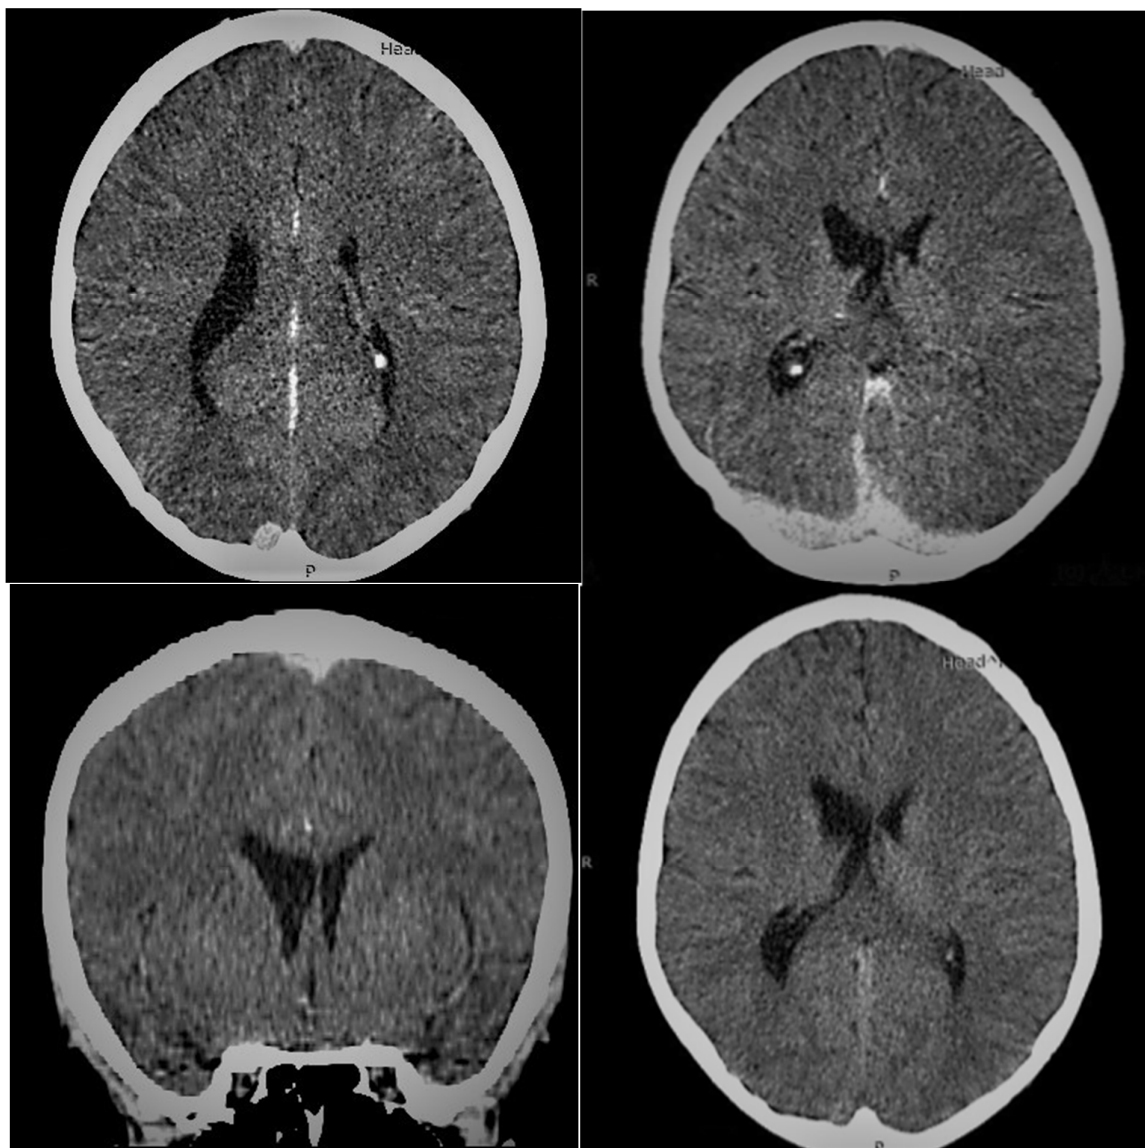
Компьютерная томография головного мозга пациента X. (12 лет)
